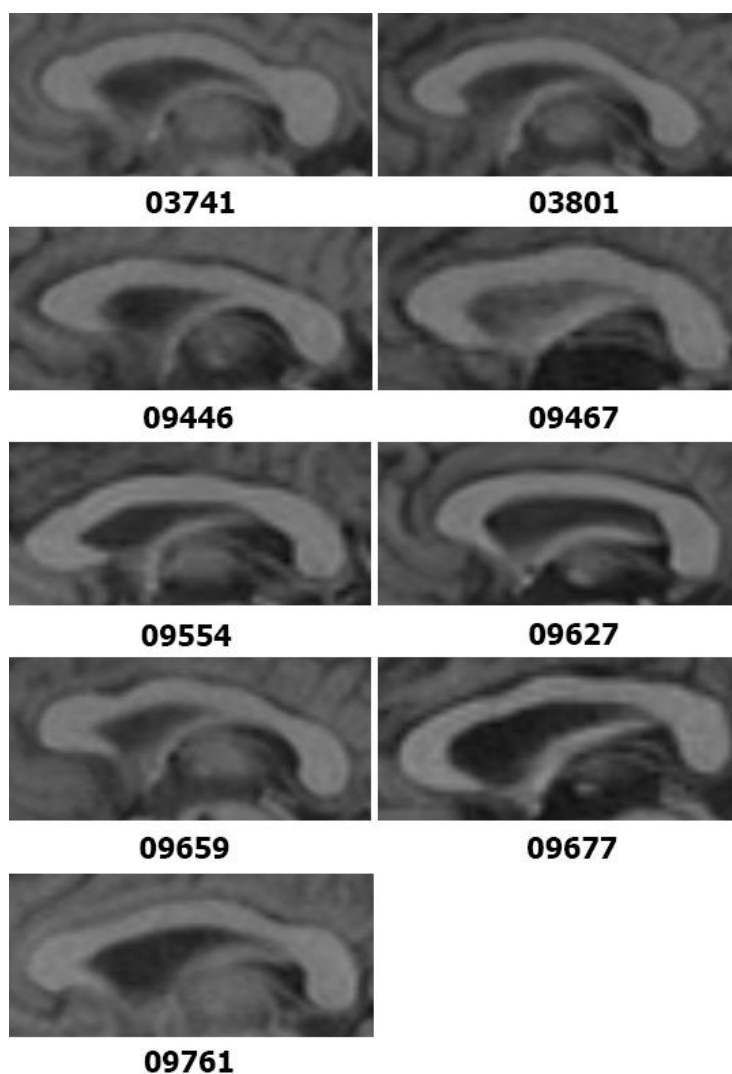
МРТ-зображення низькоопуклих форм мозолистого тіла чоловіків у віці від 36 до 60 років.
